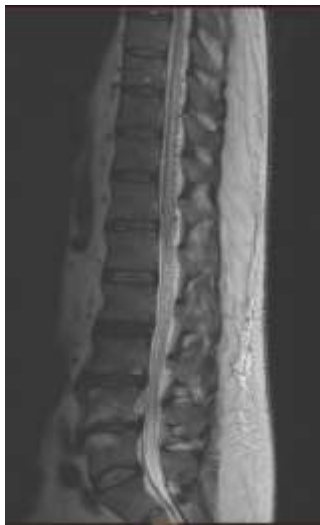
IRM médullaire montrant un œdème au niveau du cône médullaire remontant jusqu'à hauteur de T8 et l'existence de vaisseaux anormaux péri-médullaires
